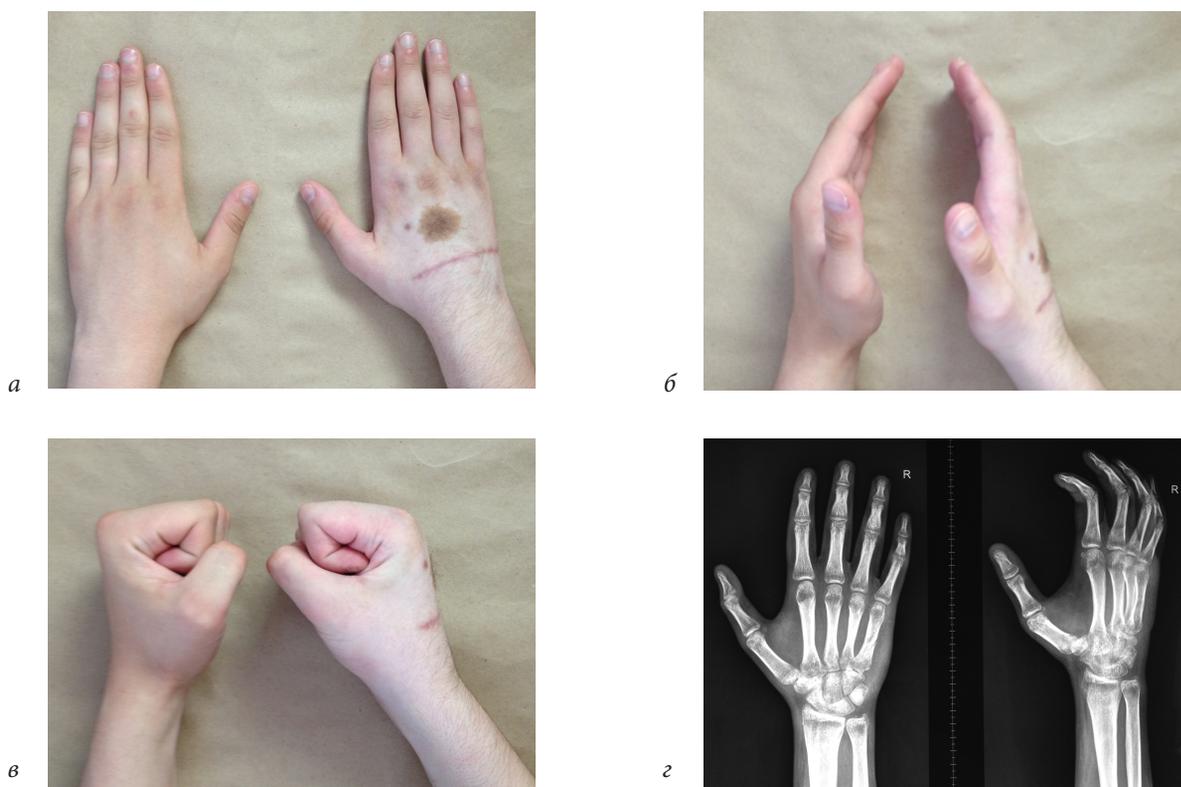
Внешний вид и рентгенограммы кистей пациента через два месяца после оперативного лечения: *а, б* — отсутствие деформации кисти; *в* — полное восстановление функции кисти; *г* — контрольная рентгенограмма правой кисти, определяются правильные соотношения во всех запястно-пястных суставах
